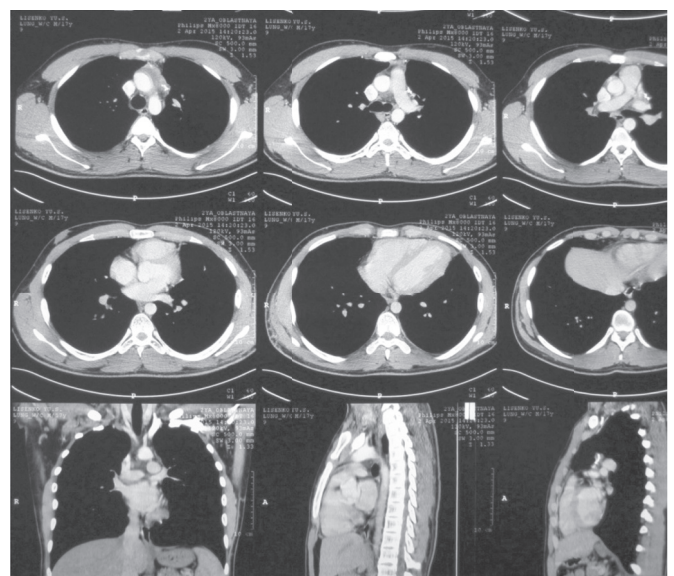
Спіральна комп'ютерна томографія після другого етапу оперативного лікування.
